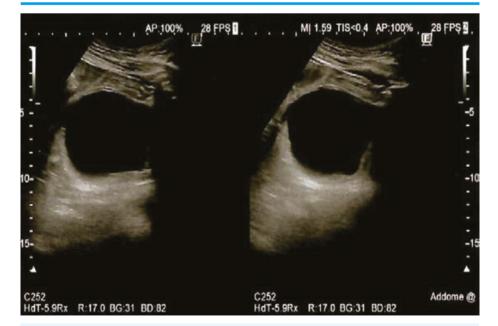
Ecografia vescicale
